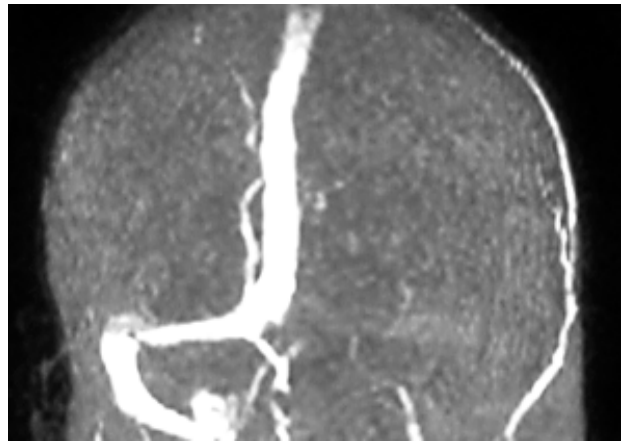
a,b. Angioresonancia.
